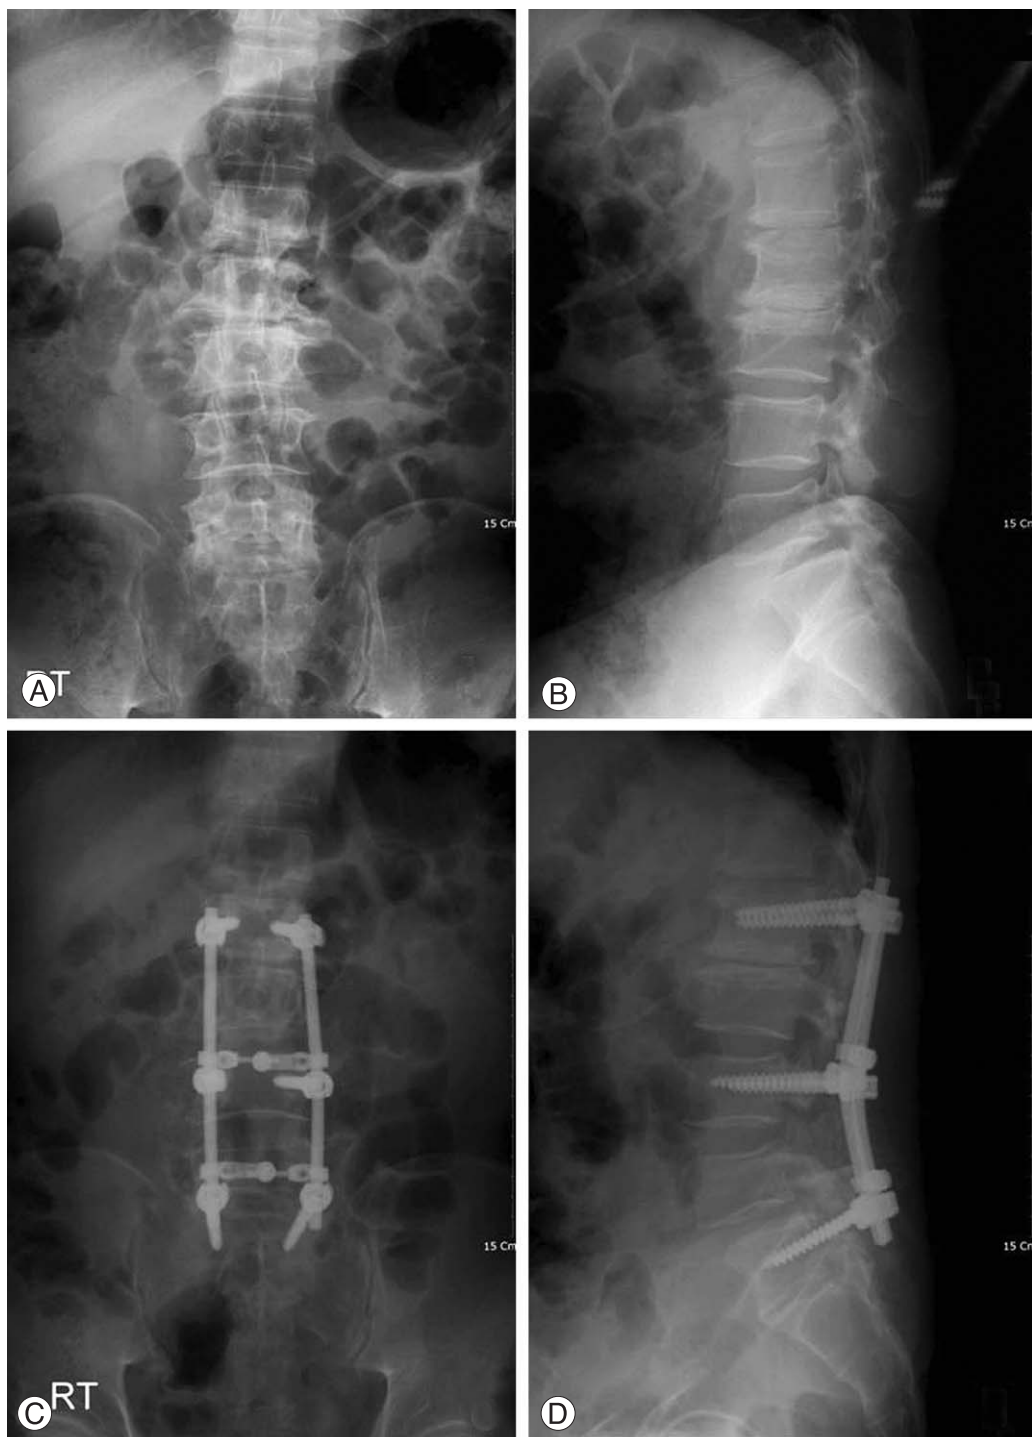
A 52-year-old female with degenerative scoliosis with mild spinal deformity. (A) Preoperative anteroposterior radiograph shows 11 degrees of scoliotic angle, grade 1 pedicular rotation and 2mm lateral transition. (B) Preoperative lateral radiograph. (C) Postoperative anteroposterior radiograph shows 2 degrees of scoliotic angle, grade 0 pedicular rotation and 1mm lateral transition. (D) Postoperative lateral radiograph.
